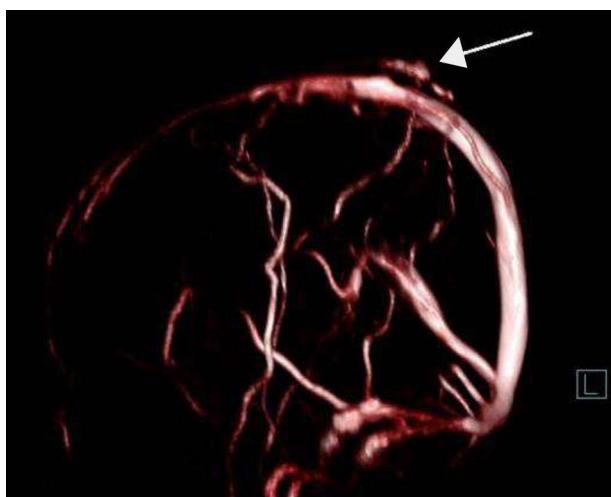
Angiorresonancia magnética (secuencia MRV). Se observa variz (flecha blanca) con drenaje en vena pericraneal, en comunicación con el seno sagital superior a través de una vena transósea.
